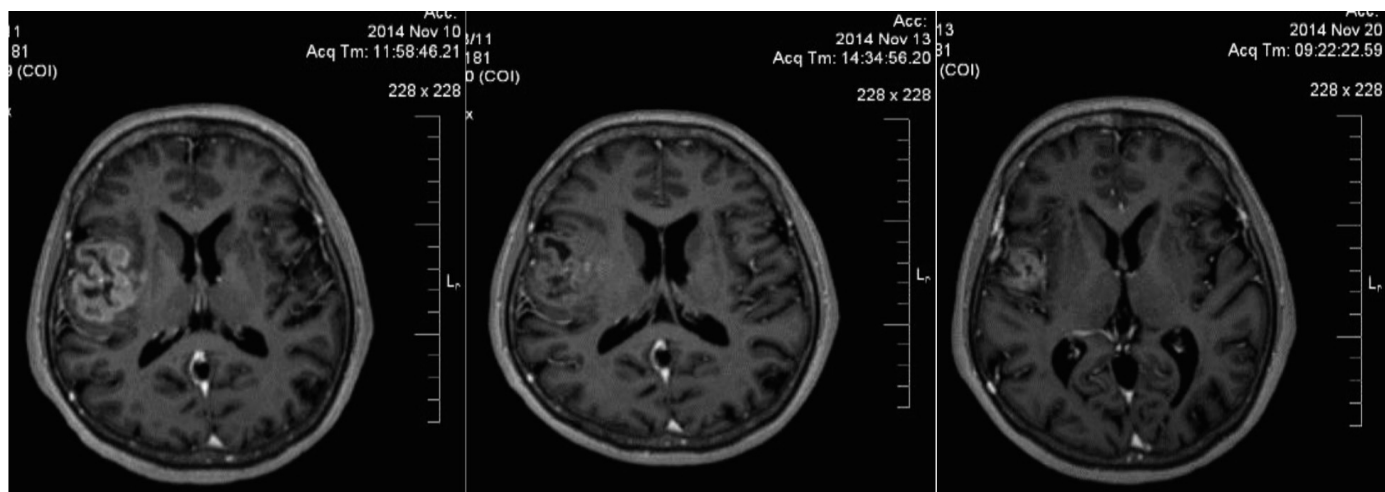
Хвора, 60 років. Гліобластома. Проведено курс СРХ з РС метронідазолом. З фракції по 8 Гр. МРТ на післяконтрастному T1-33 до СРХ (А), через три дні після СРХ (Б) та через 10 днів після СРХ.
